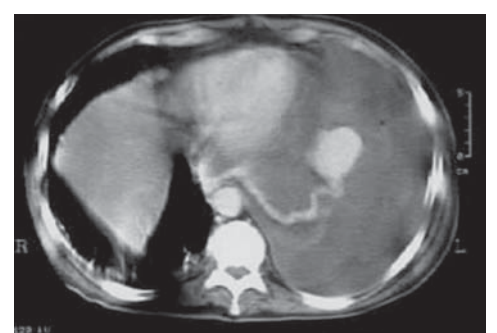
КТ ОГК: АВМ нижней доли слева с сосудистой дорожкой в нижнюю полую вену
